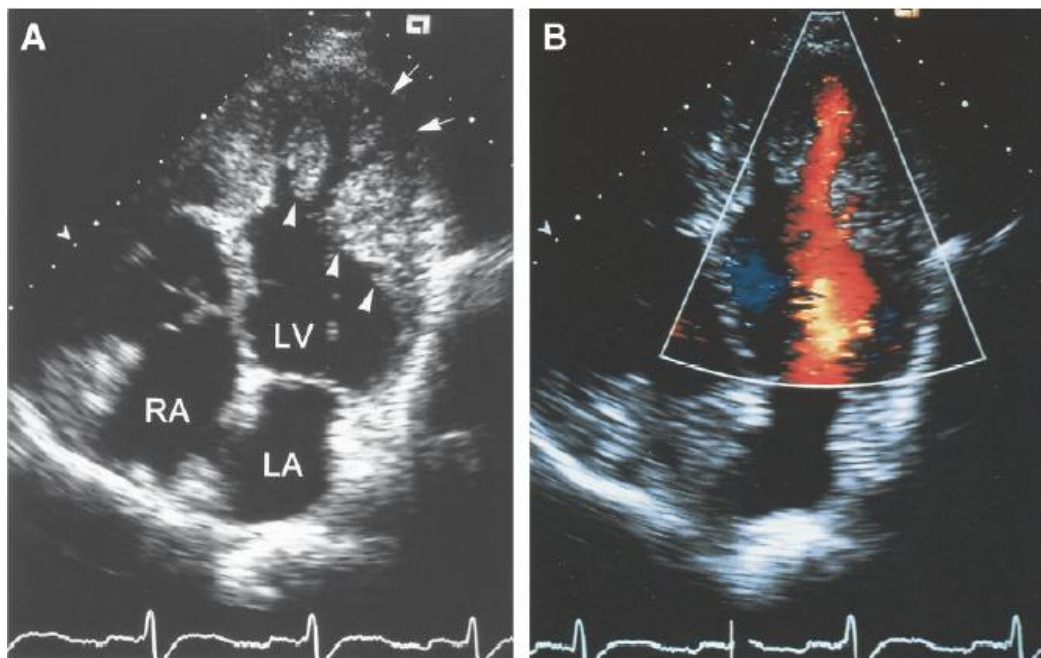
Aspetto ecocardiografico del ventricolo sinistro non compattato
